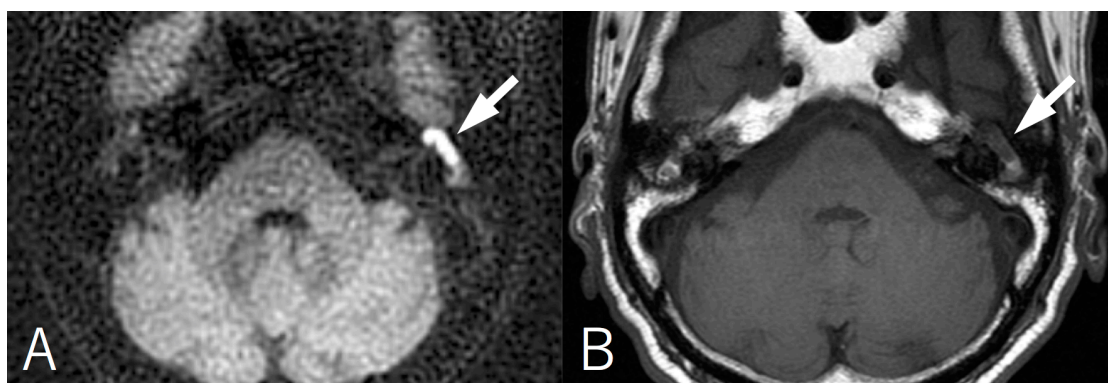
典型的な MRI 所見を呈した真珠腫. A, non-EP DWI で左中耳に高信号の病変として真珠腫が示されている (矢印). B, T1WI では同病変は低信号を示している (矢印). 病変部の大きさは 11mm.
